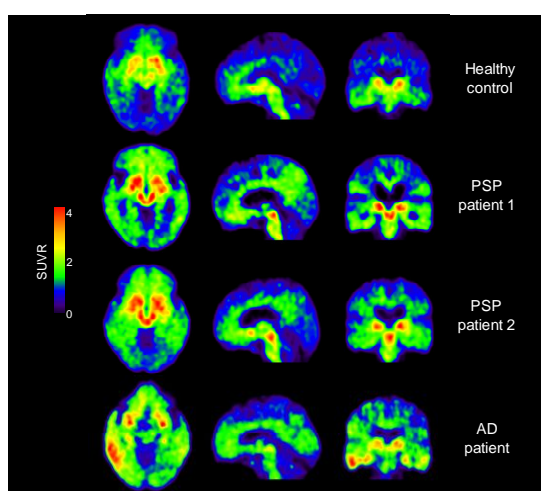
健常高齢者(Healthy control)、進行性核上性麻痺(PSP)、アルツハイマー病患者(AD)の THK5351-PET 画像
